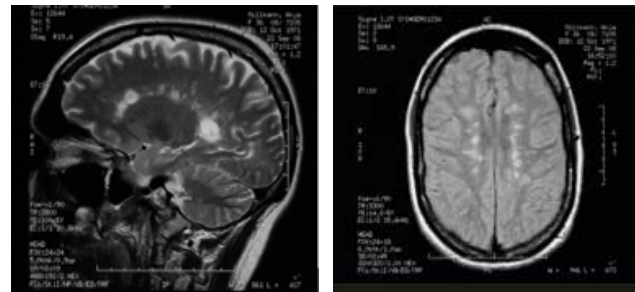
Typischer Befund bei einer 24-jährigen Patientin mit schubförmiger multipler Sklerose. Im MRT sind multiple, oval konfigurierte, hyperintense periventrikuläre Läsionen sichtbar.
